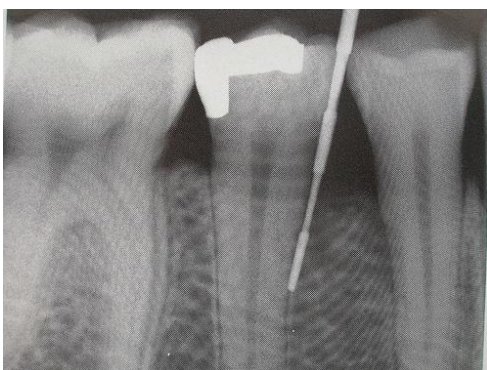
Radiografía periapical en la que se demuestra con una sonda el nivel de inserción en lesión periodontal. (<https://www.juanbalboa.com/periodontitis/>)
